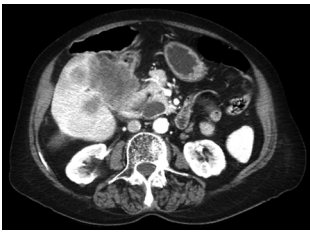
Abdominal CT reveals 6.6 cm sized heterogeneously ill defined mass in right lobe of liver involving duodenum, hepatic flexure of colon and head of pancreas.
